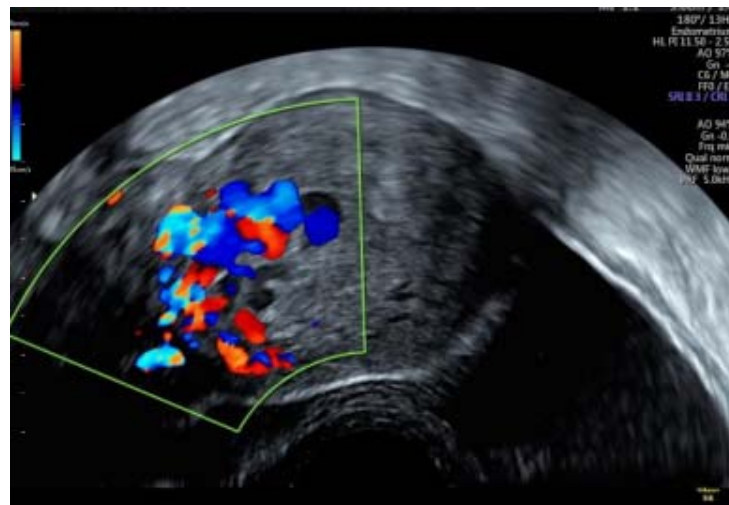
Échographie Doppler pré-embolisation de l'utérus montrant un débit nettement augmenté avec un effet d'aliasing, au niveau de la paroi postérieure droite de l'utérus, évoquant la présence d'une malformation artério-veineuse utérine.
